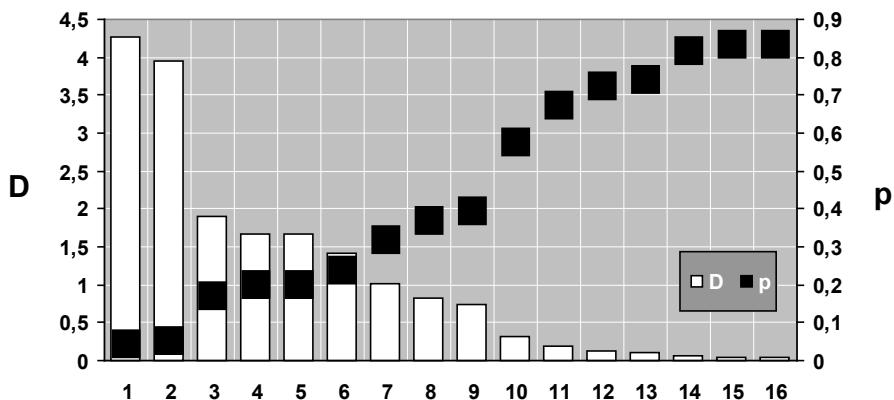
Связь спондилопатии с клинико-рентгеново-сонографическими признаками РА.
